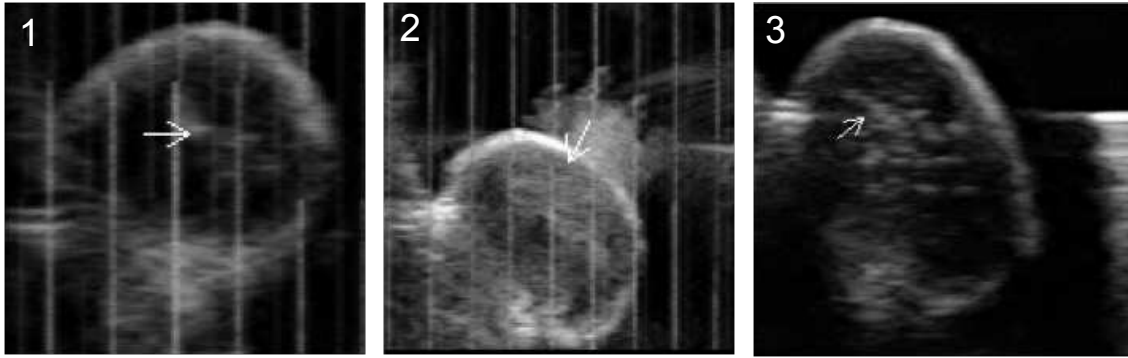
Images échographiques types enregistrées pendant ou après traitement. (1) Apparition d'une zone hyper-échogène pendant le tir. (2) Cavitation à la surface de la tumeur lors d'un tir superficiel. (3) Zones hyper-échogènes persistantes après traitement.
